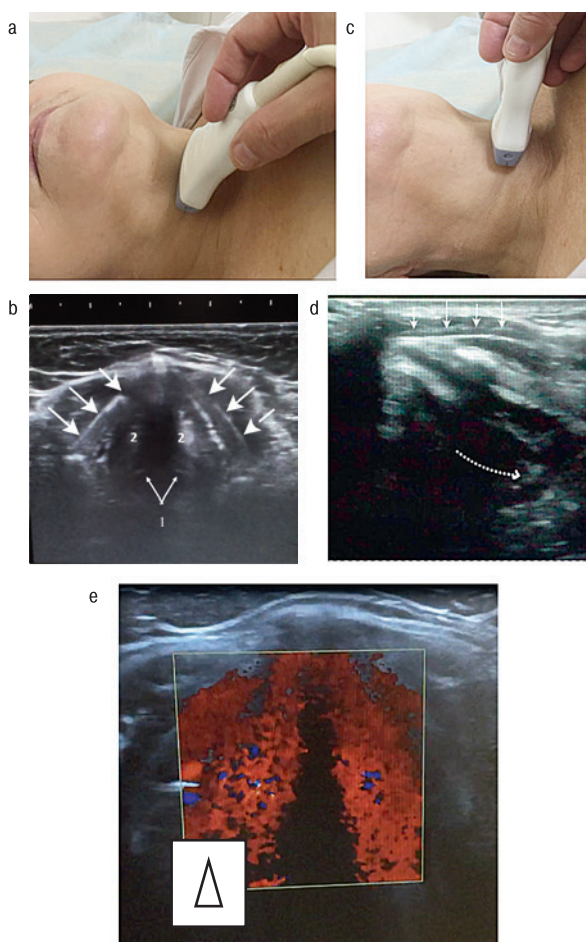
а, b, с, d, е. УЗИ гортани
